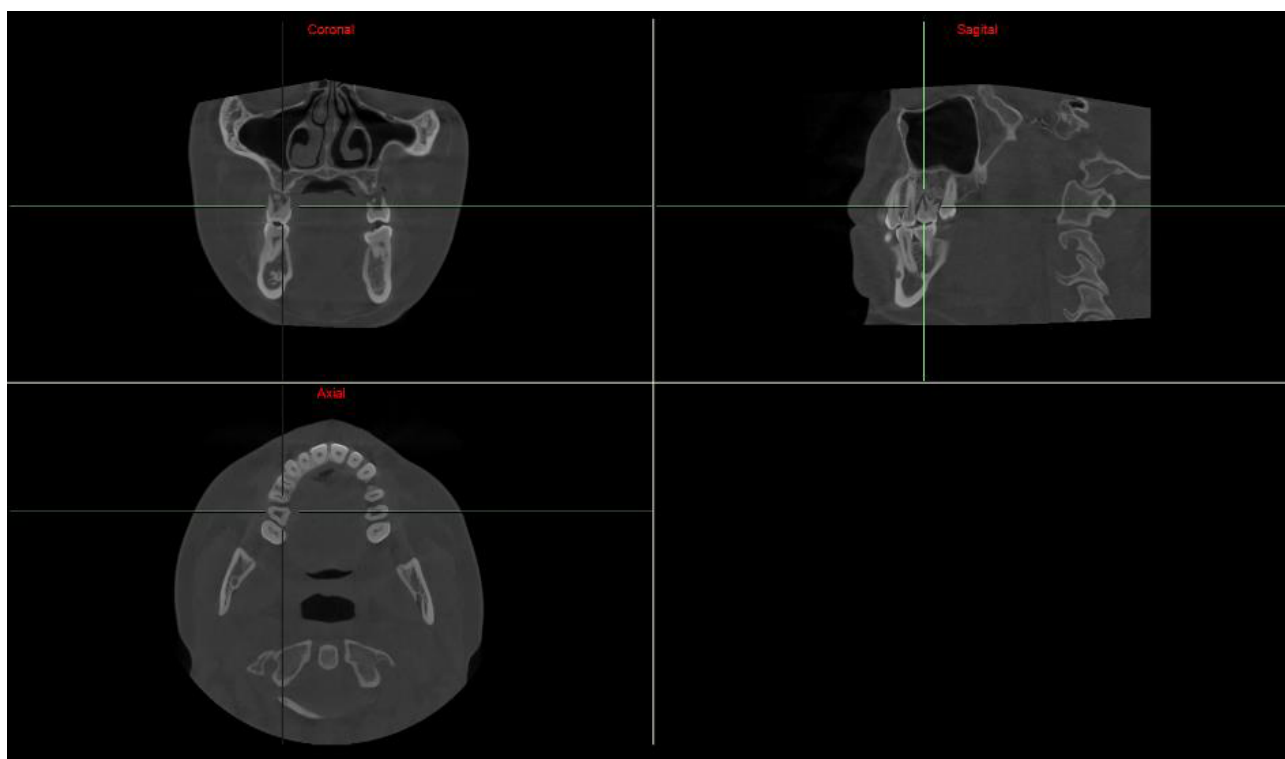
CBCT. Cuarto año de seguimiento autotrasplante dental.
